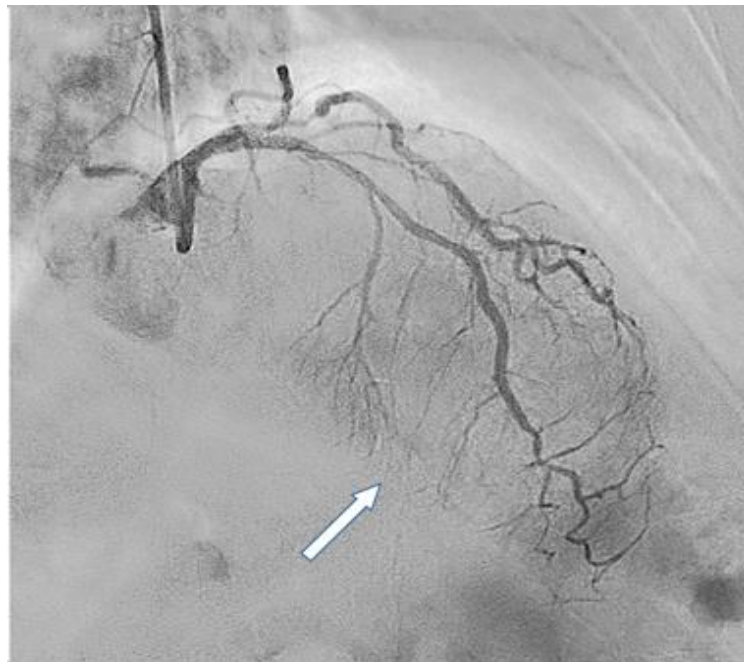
Оценка перфузии после восстановления кровотока. Миокардиальное свечение МВГ 3 (стрелка)
